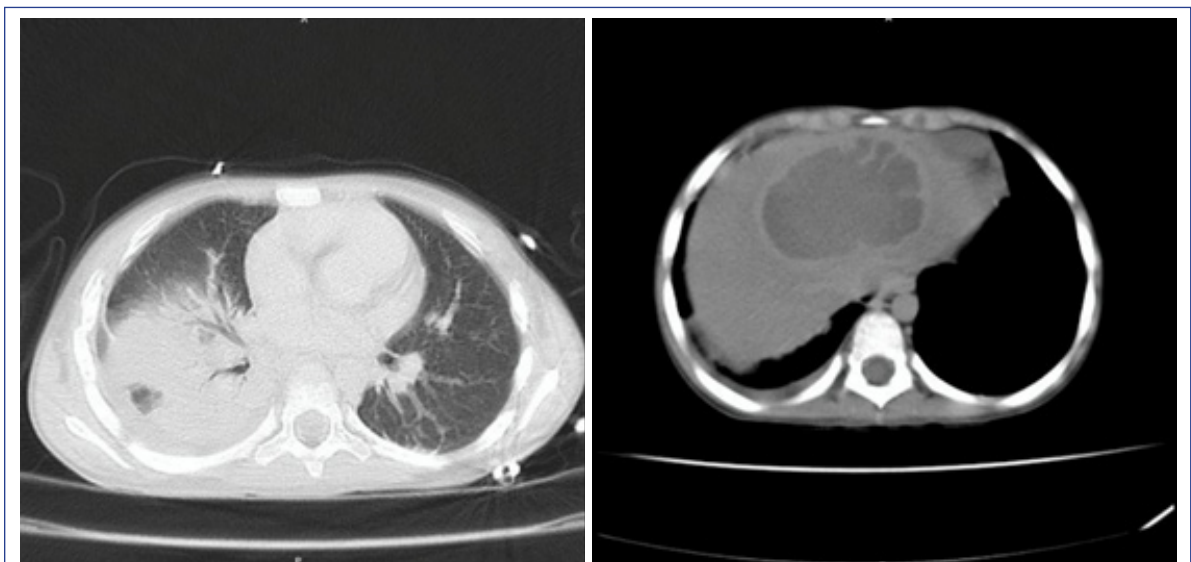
Corte axial de TAC de abdomen. Se aprecia lesión focal hepática hipodensa, en rango de densidad líquida no acuosa de 8×6 cm en segmento 8.
